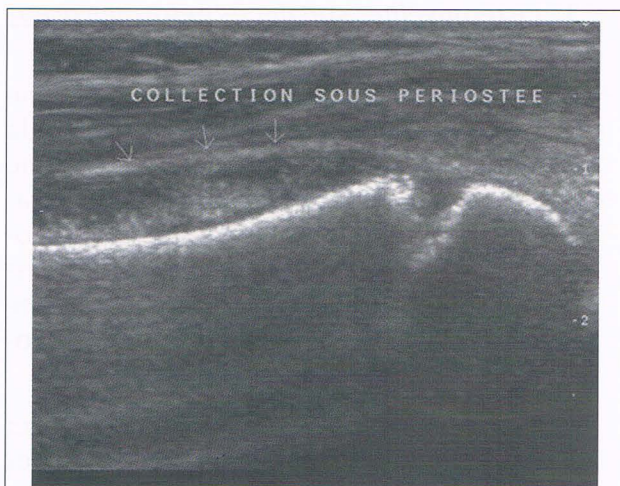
Échographie: Abscès sous périoste. Décollement fusiforme ne dépassant le cartilage de croissance. Aspect échogène hétérogène.
